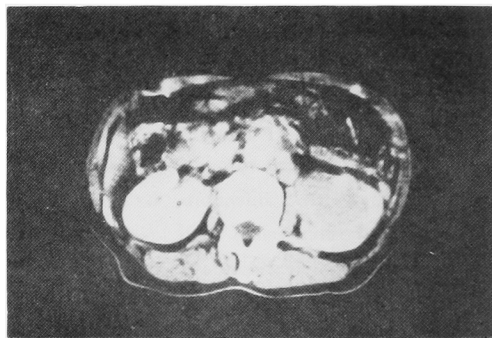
CT scan showed homogenous high density area in left
